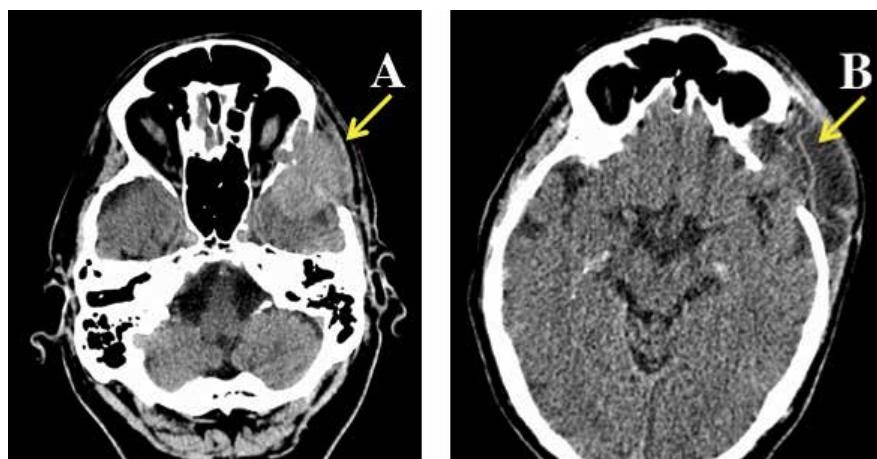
Tomografía axial computada (TAC) sin medio de contraste. A) Lesión tumoral en el preoperatorio, en el polo temporal y las fosas infratemporal y temporal, además de la extensión a la cara lateral de la órbita (flecha). B) TAC postoperatorio con resección completa de la lesión extraorbitaria (flecha).
